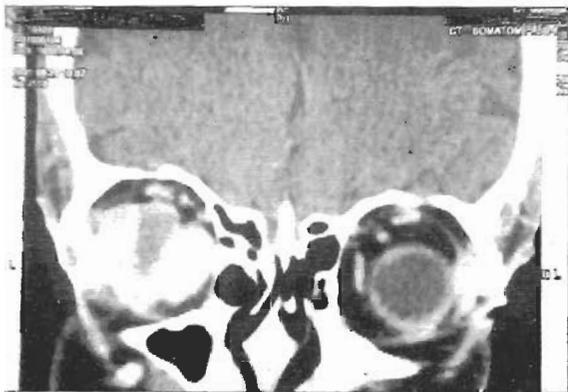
Corte coronal de TC, onde é evidente o aspecto heterogéneo da massa, sugerindo necrose intralesional.
